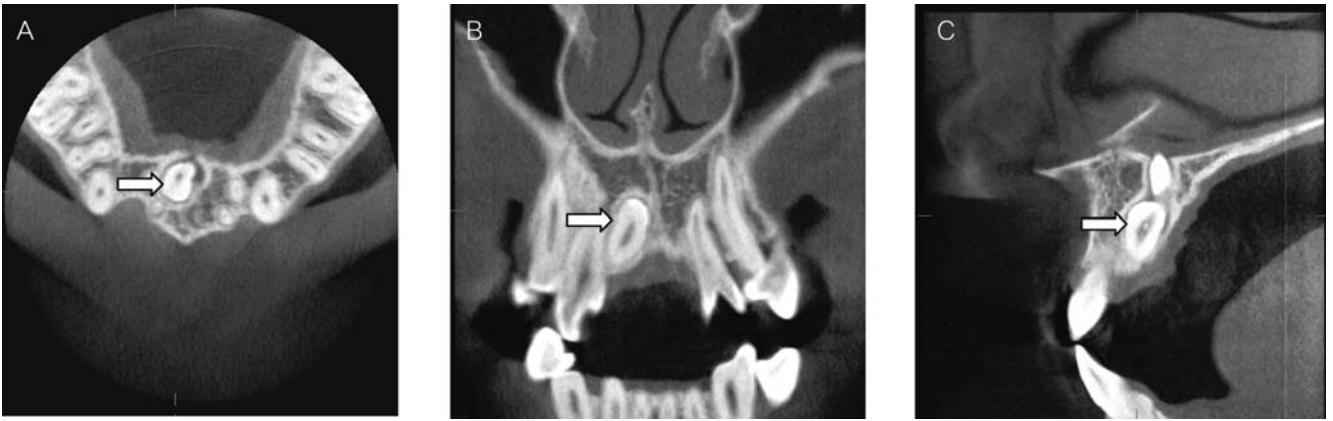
Cone beam computed tomographs showing location of inferior unerupted supernumerary tooth (arrows) in nasopalatine canal: A) axial image, B) coronal image, C) sagittal image
